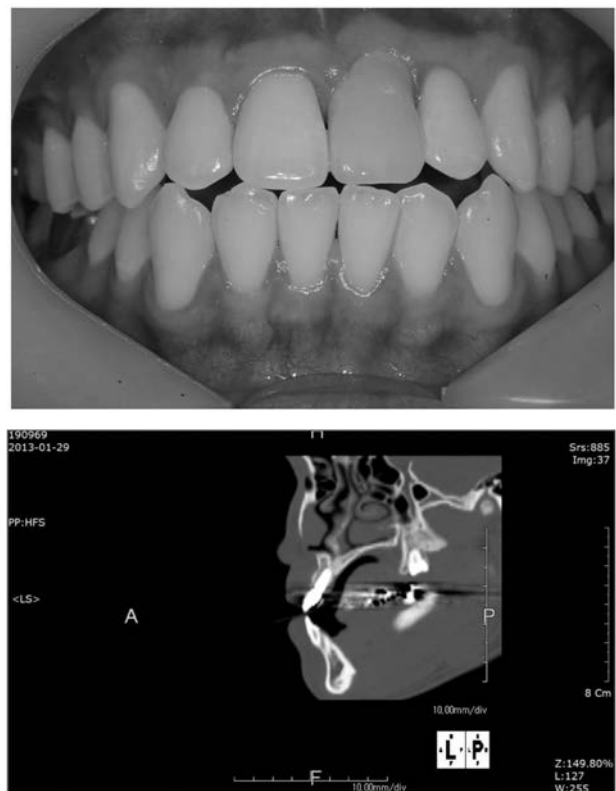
Intraoral photograph and CT view of 2months after final restoration delivery.
